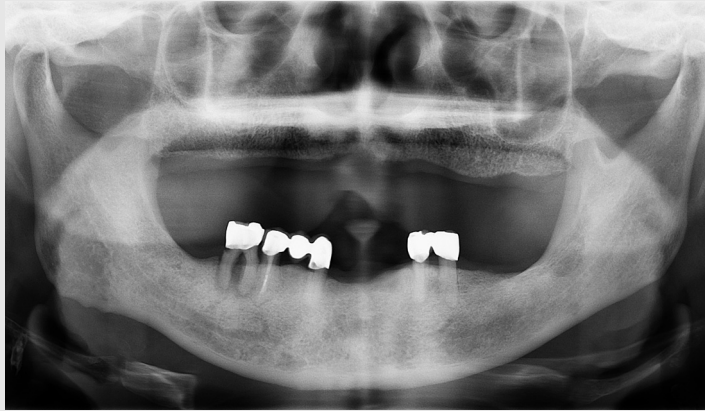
Initial panoramic radiograph shows furcation involvement and distal secondary caries on the mandibular right first molar (#46).
